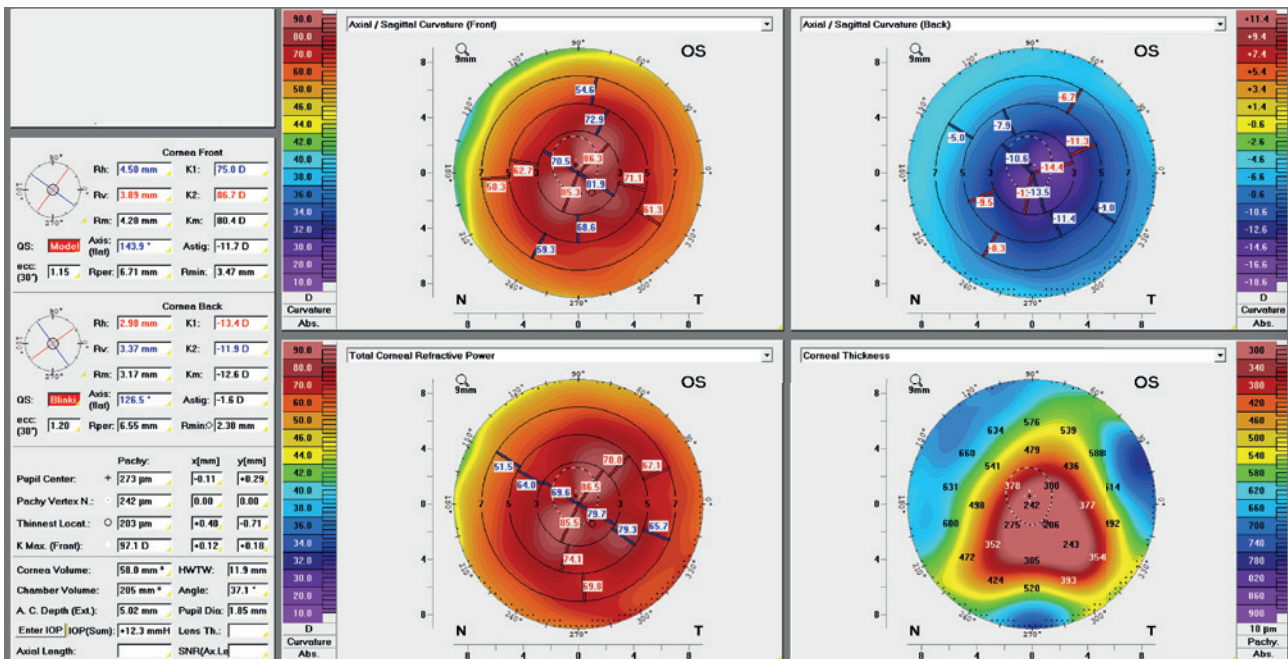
Die Hornhauttomographie zeigte einen fortgeschrittenen Keratokonus mit sehr steilen Keratometriewerten (K). Der steile K-Wert betrug 3,89 mm (86,70 dpt), der flache K-Wert 4,50 mm (75,00 dpt) und der Astigmatismus -11,70 dpt. Die Hornhaut war mit einer minimalen Dicke von 208 µm außerordentlich dünn.
